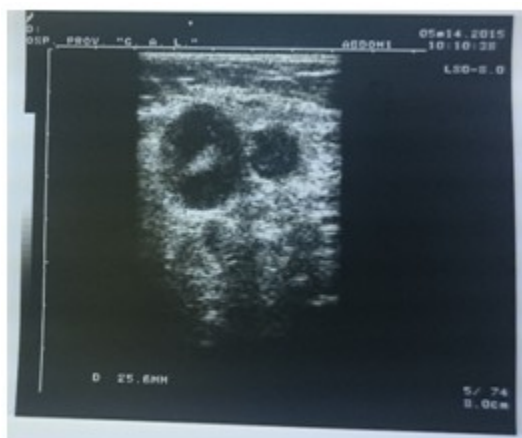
Ultrasonido de la región axilar derecha
